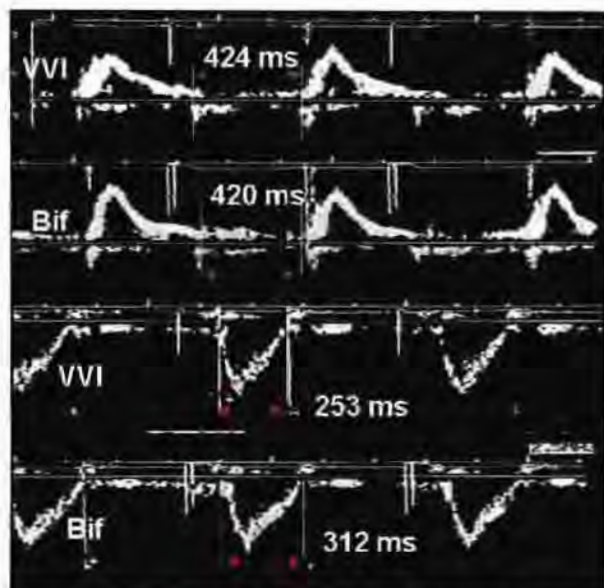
Traçado espectral das curvas dos fluxos mitral (2 superiores) e aórtico (2 inferiores), obtidos com o marcapasso no modo VVI e bifocal (Bif), demonstrando as medidas obtidas para o cálculo do índice-Doppler. Nota-se nítido aumento do TE com a ativação do Marcapasso Bifocal MPB.
